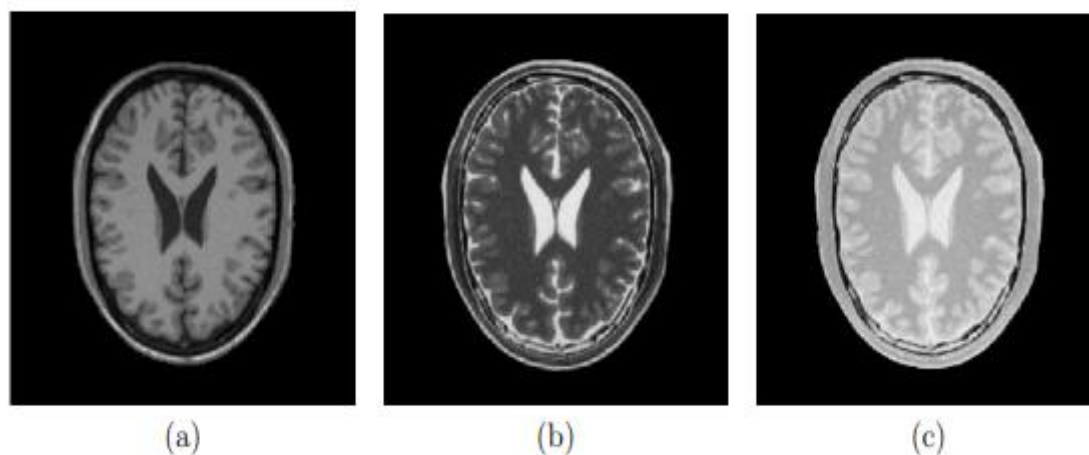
Différentes modalités d'images cérébrales IRM : (a) pondération T1 ; (b) pondération T2 ; (c) pondération en densité de protons[18]
